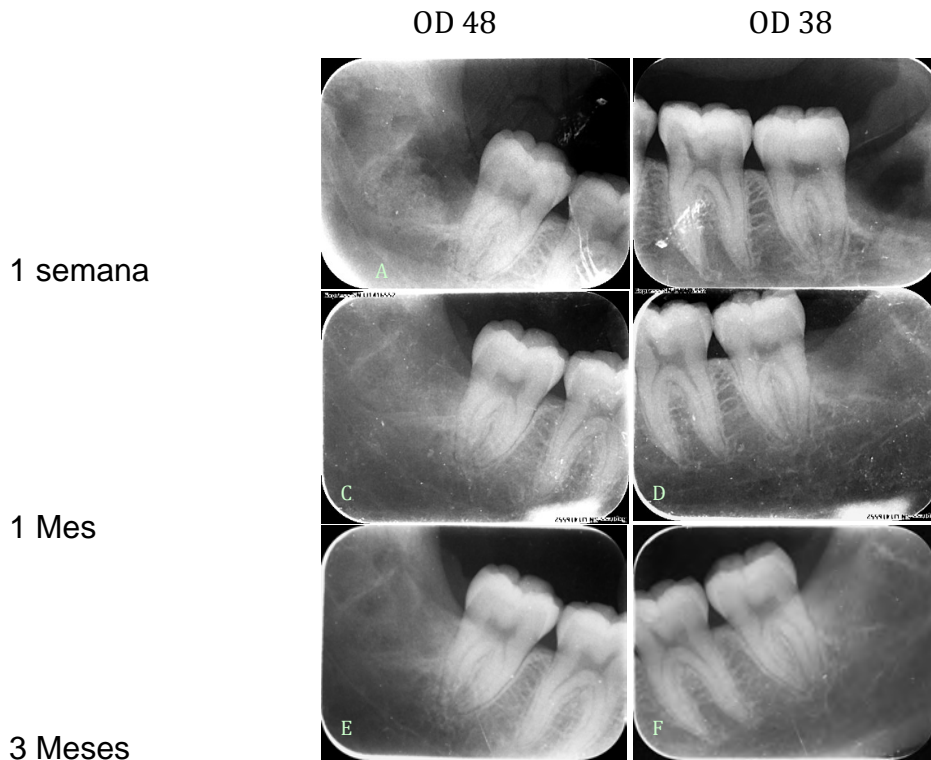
Periapicales de control
